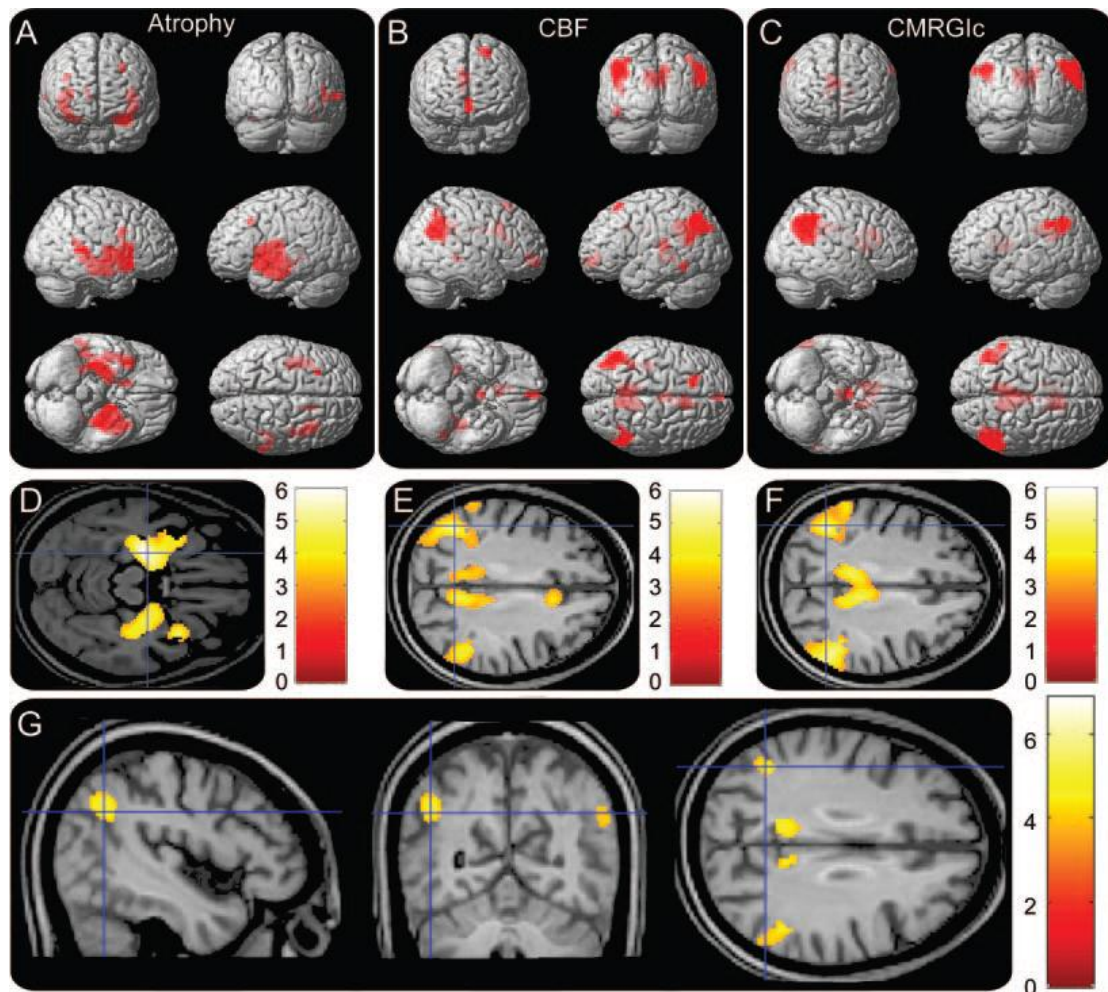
Zones significatives (couleur rouge) d'atrophie (A et D), d'hypoperfusion en ASL (B et E) et d'hypométabolisme en ^{18}F -FDG-TEP (C et F) d'une cohorte de 15 patients porteurs de MA comparativement à 19 sujets contrôle selon Chen (2011). Analyse de conjonction (G) montrant les zones de chevauchement entre hypoperfusion et hypométabolisme
